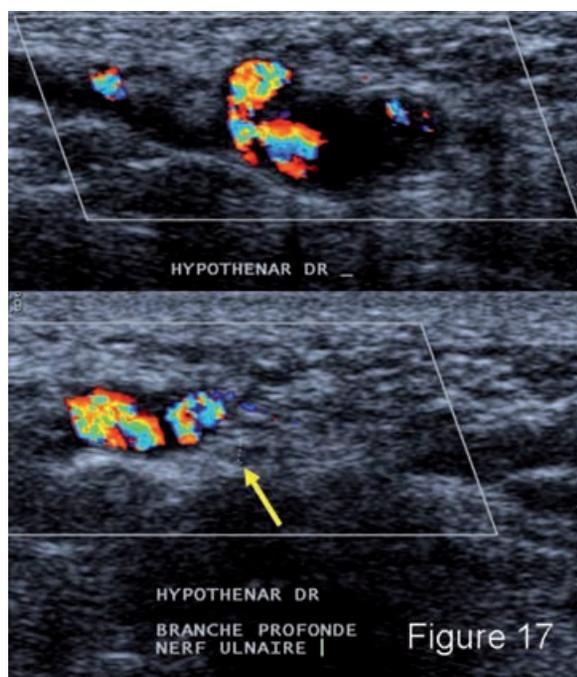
Coupes échographiques Doppler couleur démontrent l'aspect typique en "tire-bouchon" de l'artère ulnaire et témoignent de lésions dysplasiques sous-jacentes dans ce syndrome du marteau hypothénarien. La branche superficielle du nerf ulnaire est tuméfiée (flèche jaune).
